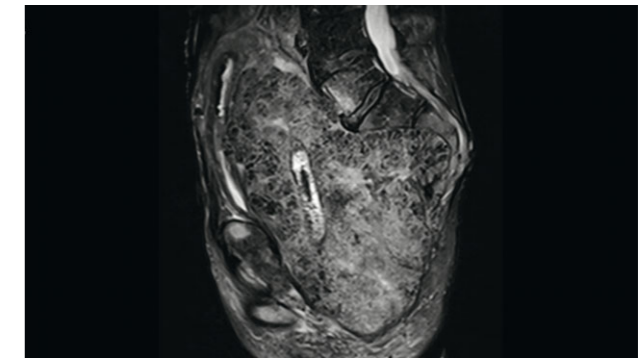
a und b: Im MRT (November 2013) dargestellter großer in die Harnblase, das Becken und die LWS einwachsender, zerfallener Tumor
